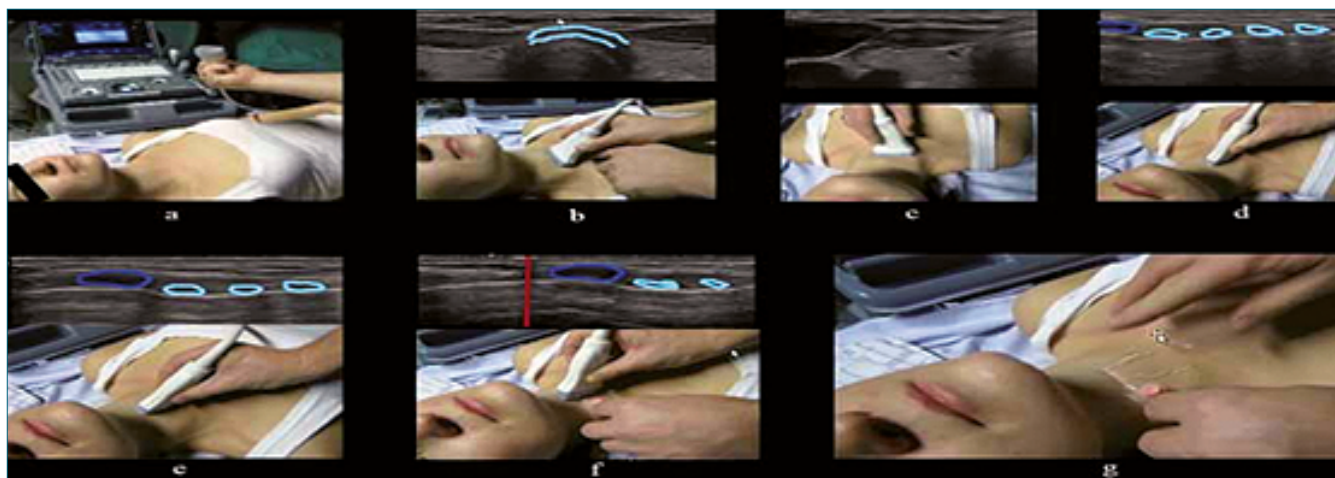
Tomada de referencia 38 Kristensen M. S., Teo W.H.L., The Ultrasound Probe in the Hands of the Anesthesiologist: A Powerful New Tool for Airway Management. *Anesthesiology News*. 2013.
